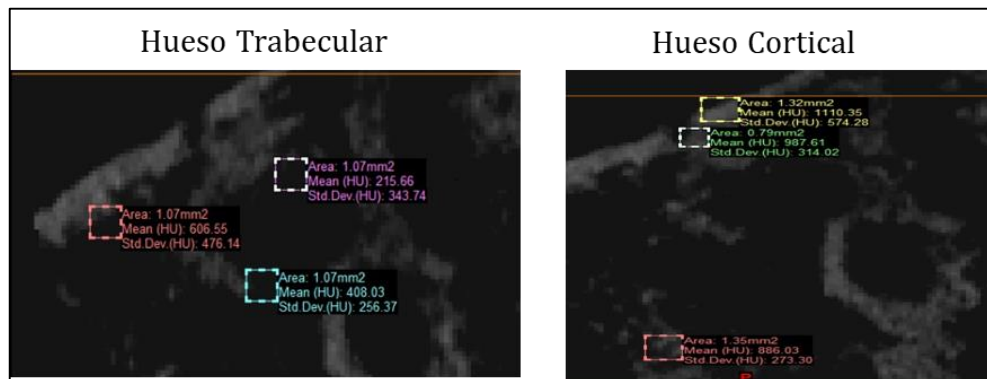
Tomografía computarizada para cada hueso.
